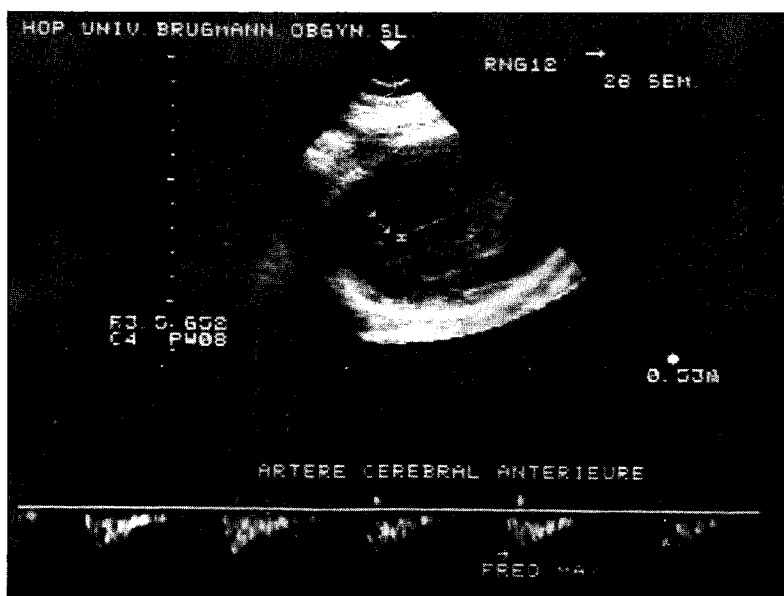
Doppler Pulsátil da artéria cerebral anterior (->) numa gestação de 28 semanas.
